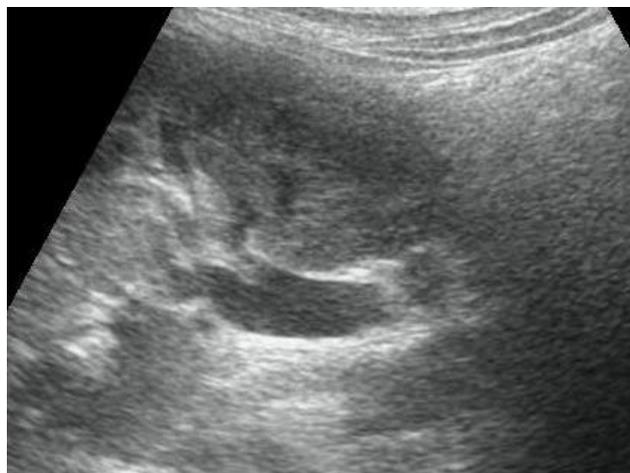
Б-ная К., 21г. УЗИ правой почки.
